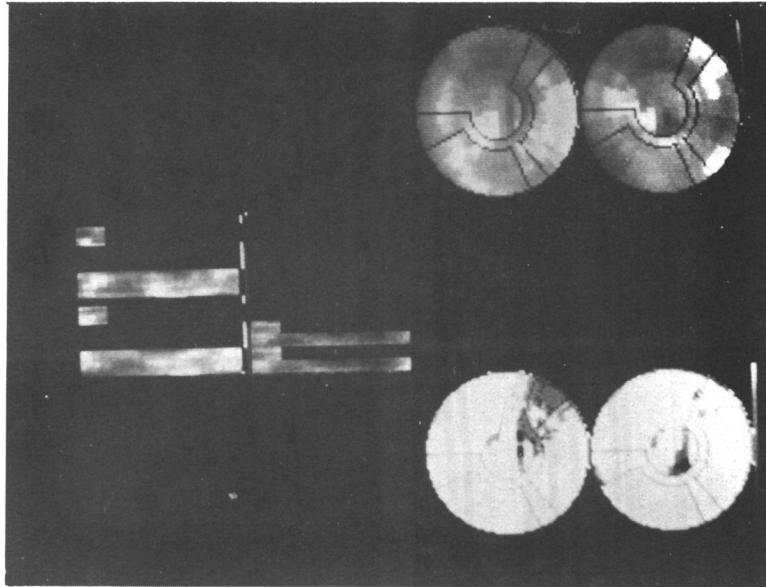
Stress thallium scintigraphy showed reversible perfusion decrease at anterolateral wall of left ventricle.
